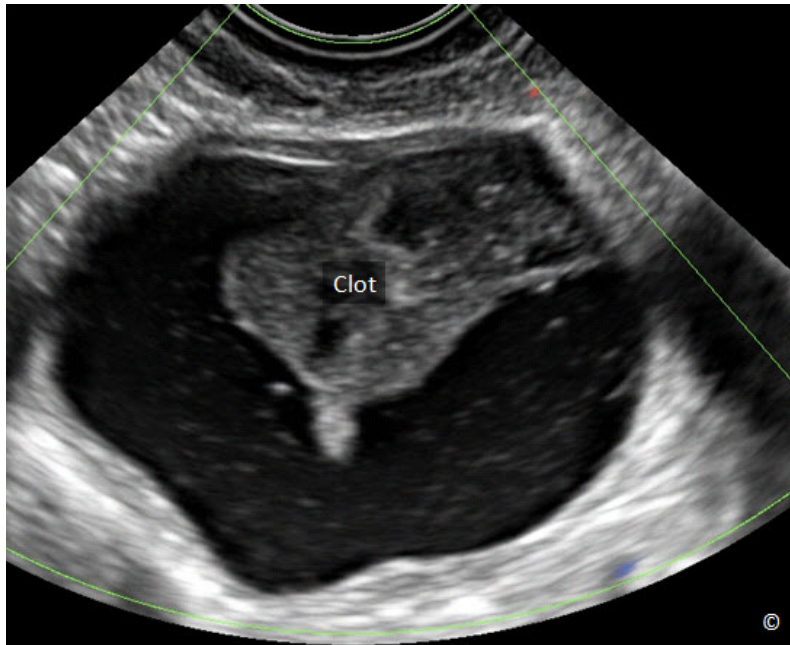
Ultrasonido transvaginal de un quiste hemorrágico con retracción del coágulo de sangre. Obsérvese el aspecto del coágulo retraído (rotulado), similar a una proyección papilar. Lea texto para las diferencias de las características entre un coágulo retraído y una proyección papilar.
